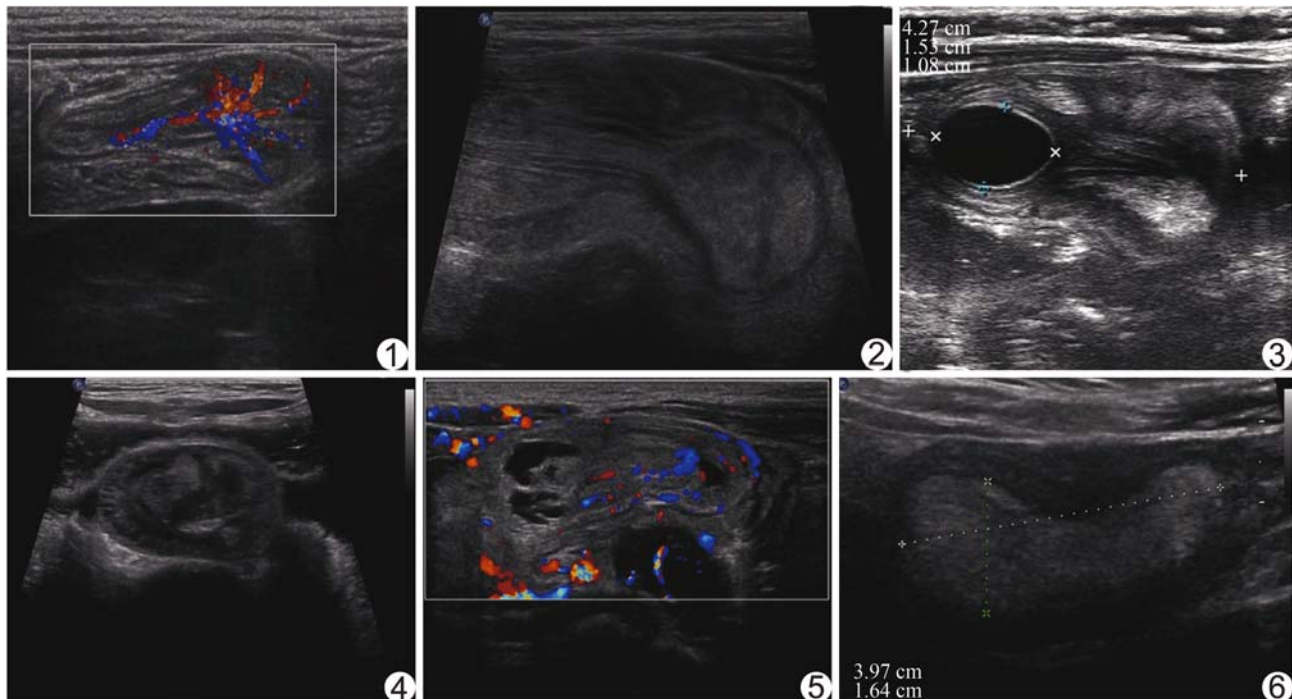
患儿男,5 岁 8 个月,幼年性息肉 超声可见肠套叠套环内中低回声肿块,血供丰富 图 2 患儿男,10 岁 8 个月,Peutz-Jeghers 综合征 超声可见肠套叠套环内高低回声相间的肿块回声 图 3 患儿男,3 个月 14 天,肠重复畸形 超声可见肠套叠套环内类圆形囊性肿块 图 4 患儿男,9 个月 5 天,梅克尔憩室 超声可见肠套叠套环内异常肠襻样回声 图 5 患儿男,2 天,回肠腺肌瘤 超声可见肠套叠套环内肿块呈多囊腔样 图 6 患儿男,12 岁,脂肪血管瘤 超声可见肠套叠套环内条带状增强回声区
